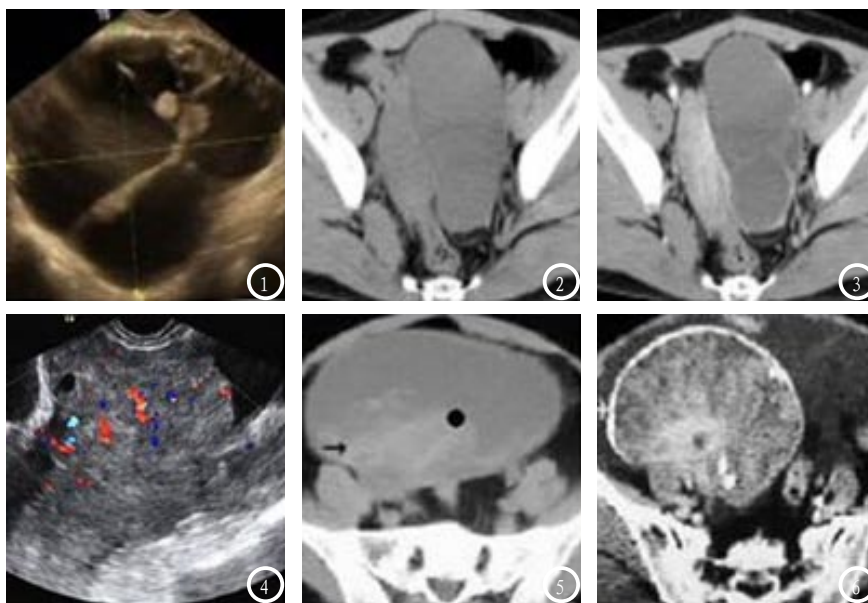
部分检查结果。图1-3为同一患者检查结果，图1为其超声检查结果，提示左侧囊性肿块形态不规则，边界尚清，囊内可见多条分隔及乳头状突起，诊断为浆液性囊腺瘤；图2为CT平扫图像，提示左侧囊性占位肿块形态不规则，边界尚清晰，囊壁增厚，囊内多见少许实性结构；图3为CT增强扫描，提示囊壁有明显强化，内见少许强化实性成分；图4为超声检查图像，卵巢肿瘤内部血流信号丰富，确诊为恶性肿瘤；图5为CT增强扫描，提示卵巢子宫内膜异位性囊肿并发出血，呈囊实性肿块；图6为CT增强扫描，提示患者囊壁存在明显环状钙化，肿块内部实性部分明显强化。
